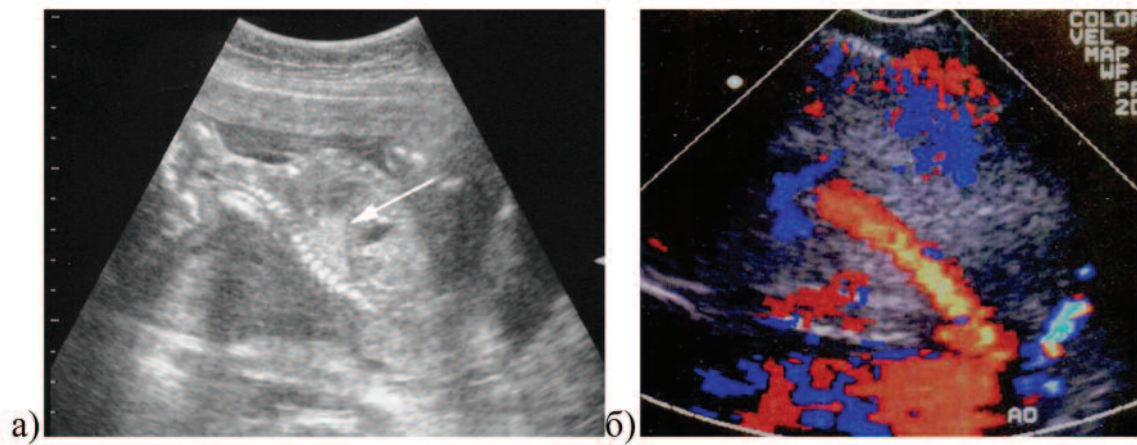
Внутрилегочная секвестрация, выявленная при УЗИ плода (а) — определяется треугольной формы экзогенное образование над левым куполом диафрагмы (стрелка). Цветное доплеровское картирование (б) — кровоснабжение образования из а. infradiaphragmatic, отходящей от аорты (Ao) [Smart L.M., British Journal of Radiology, 64, 324-329]
